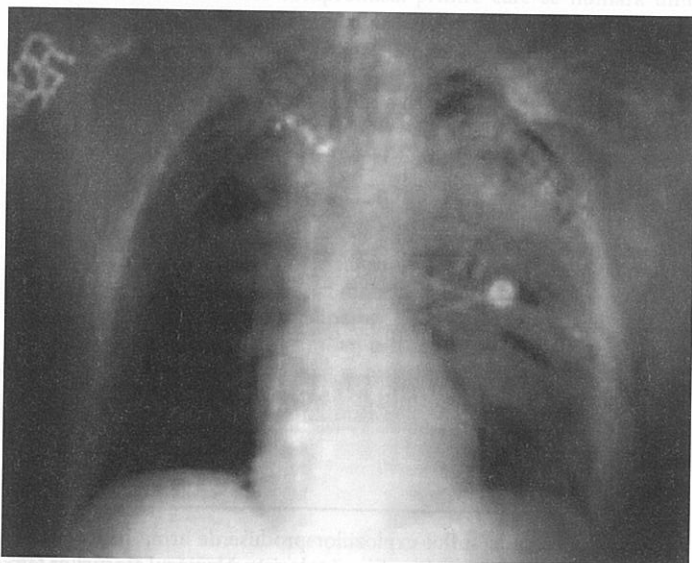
Această pacientă tânără a sosit la departamentul de urgență pe deplin conștientă și stabilă hemodinamic. Multiplele plăgi externe vizibile cauzate de șrapnel au necesitat examinare imagistică. Radiografia indică leziuni pulmonare severe cauzate de șrapnel. Ea a mai suferit și multiple leziuni abdominale, inclusiv lacerări majore la nivelul ficatului și perforații ale intestinelor, necesitând o intervenție chirurgicală complexă. [Imagine utilizată cu permisiunea Centrului Medical din Tel Aviv.]
